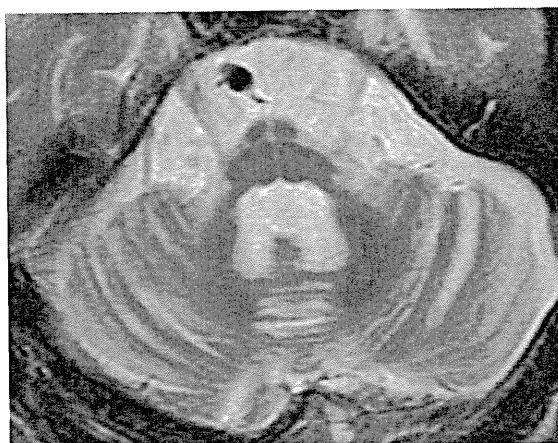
多系統障害型 SCA 患者の頭部 MRI T2 強調画像． MSA に似た橋の十字サインと中小脳脚高進号を認める．
